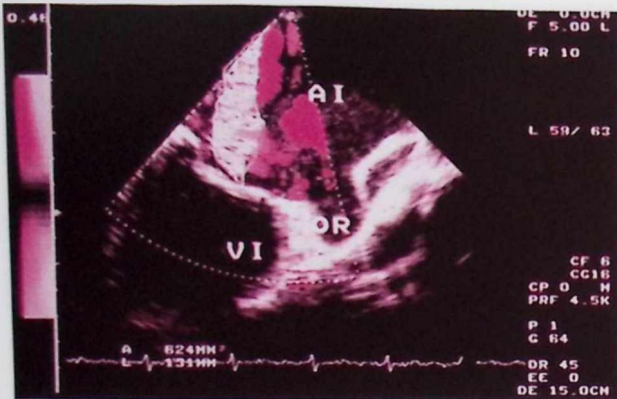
Ecocardiografía transefágica con insuficiencia mitral severa evaluada mediante la técnica Doppler codificada en color.
